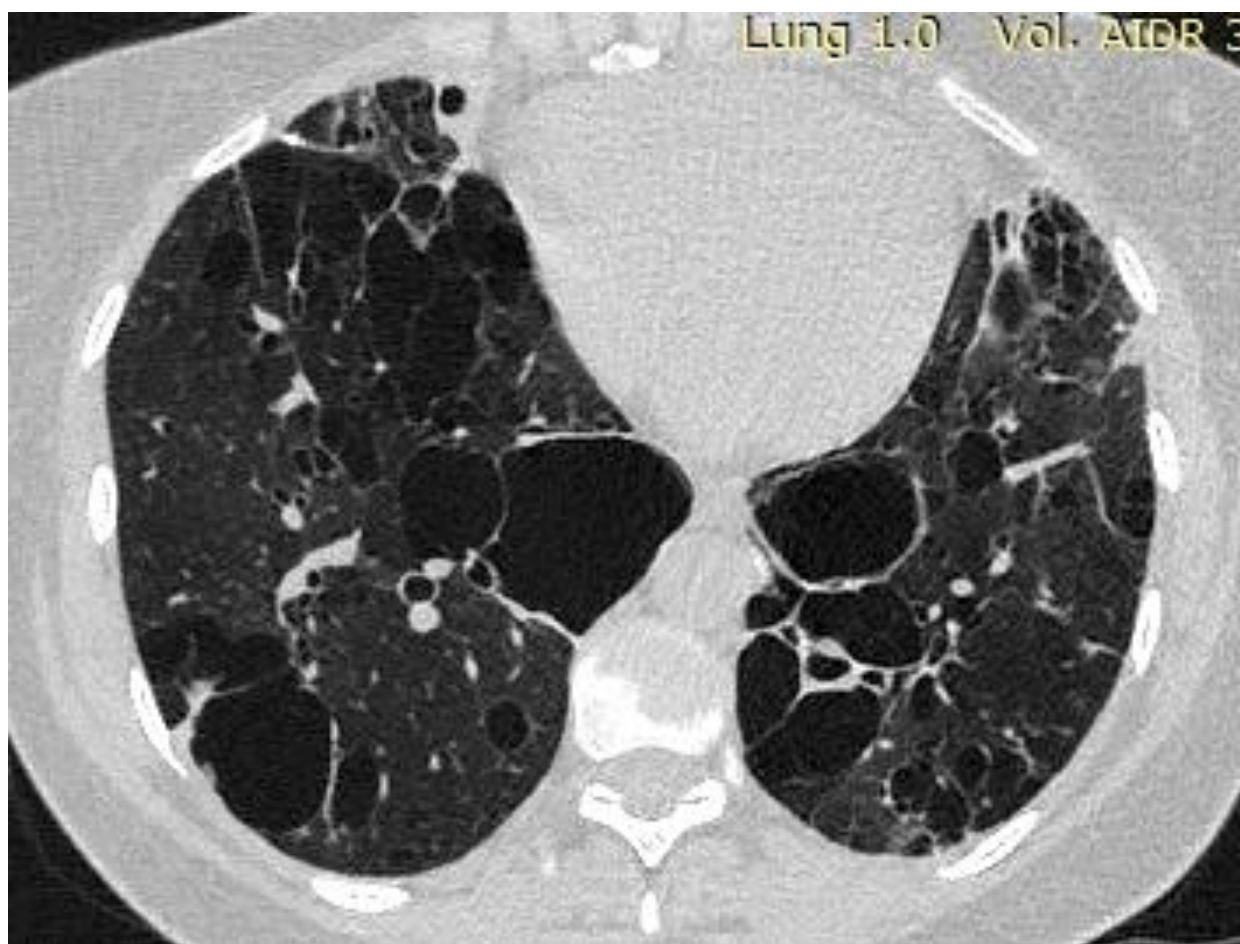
КТ-паттерн лимфоцитарной пневмонии (ЛИП) у пациента с СЗСТ-ИЗЛ, собственные данные автора
